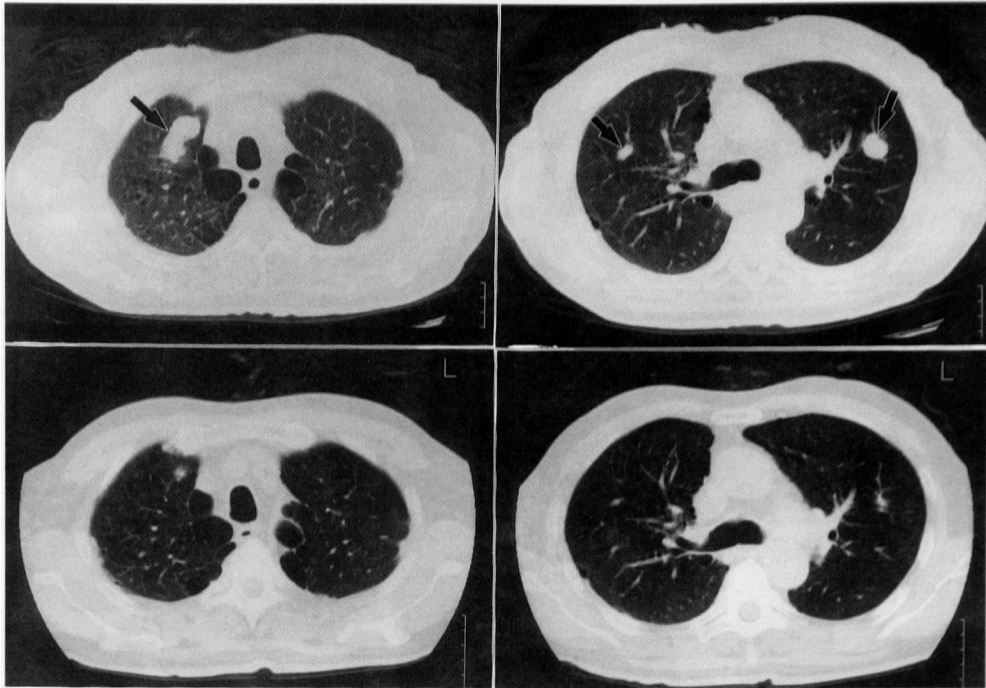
CT scan of the thorax. The bilateral lung metastases seen before treatment (upper 2 films) are markedly reduced in size after treatment (lower 2 films).
